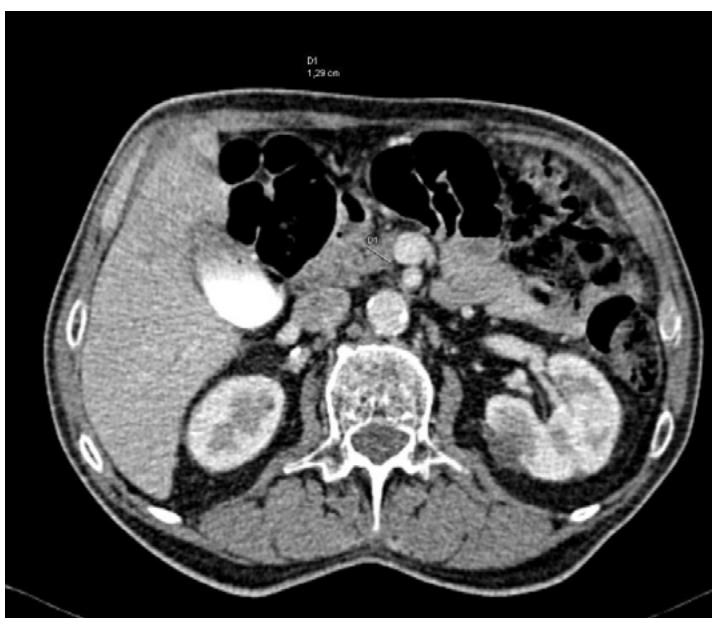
Computed tomography of the abdomen. Regression of the focal lesion within head of the pancreas after prednisone treatment
